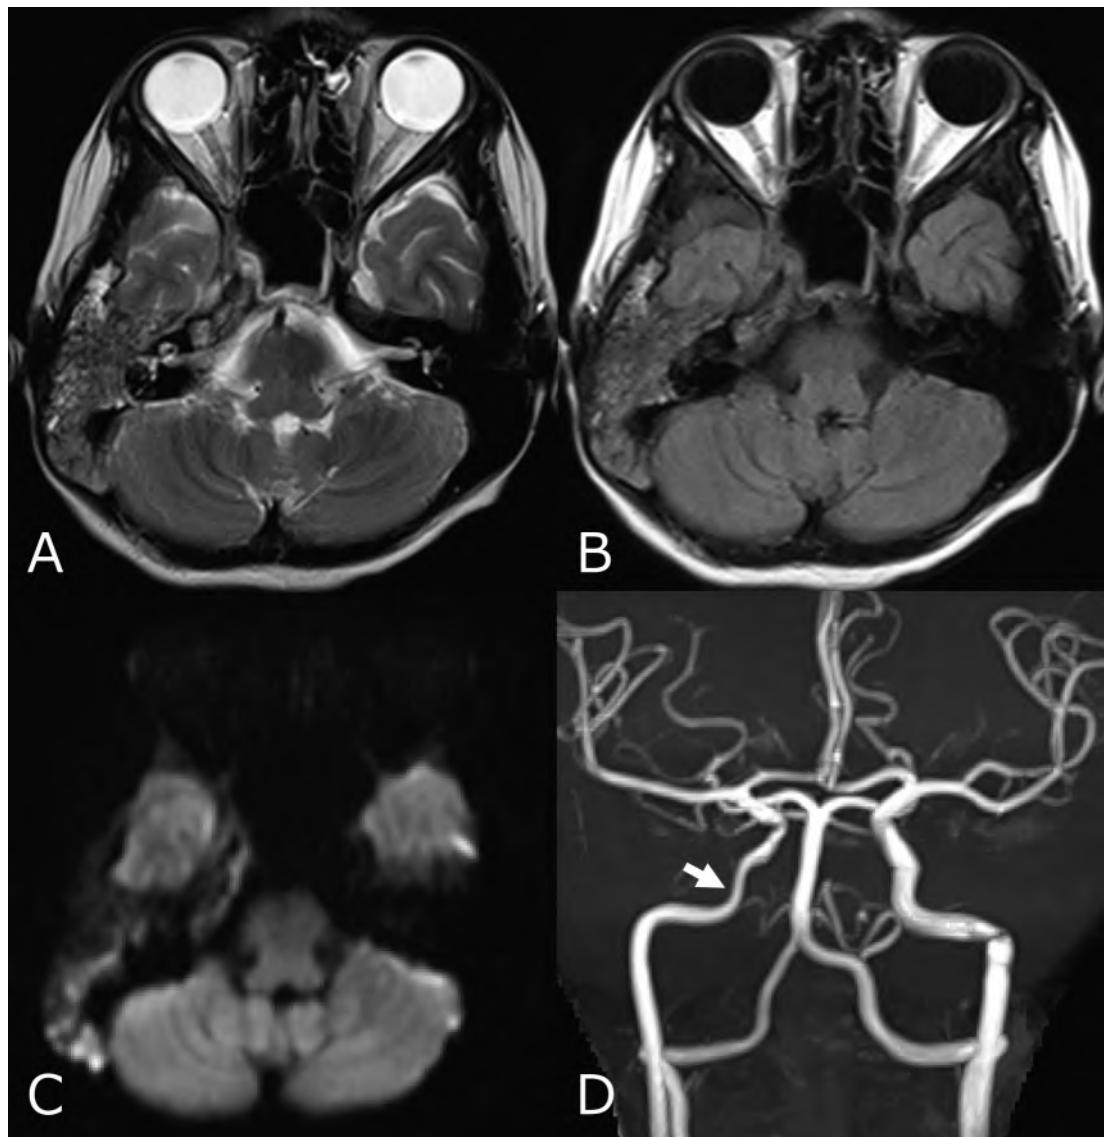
Non contrast enhanced MRI
